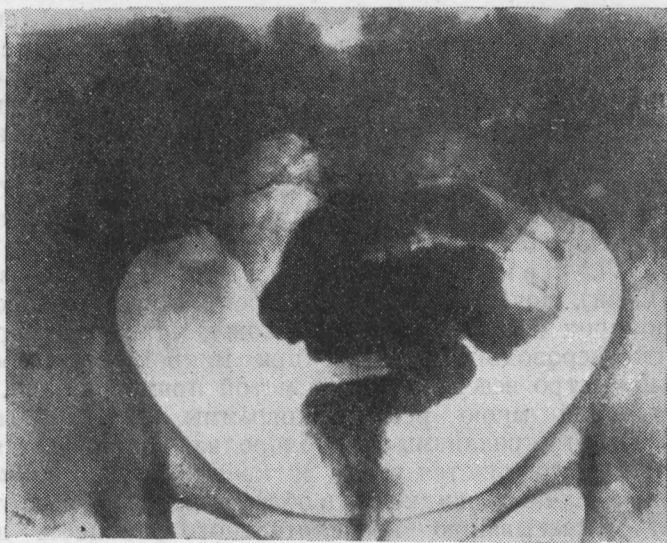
Пельвеорентгенограмма. Ректордиография. Ампула прямой кишки наполнена сероводородной водой (А. Мажбиц).
